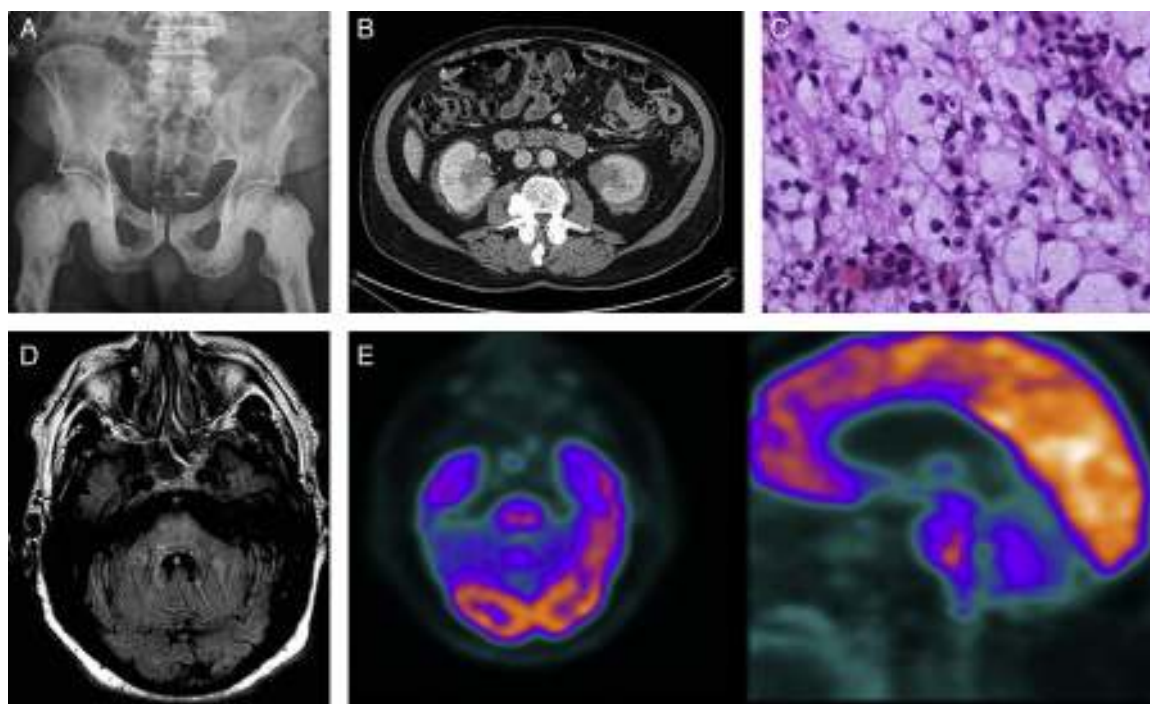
A) Rx simple de pelvis: osteosclerosis diáfiso-epifisario de ambos fémures y pubis. B) TAC abdominal: masa hipercaptante infiltrativa perirrenal. C) Tinción hematoxilina-eosina: infiltrado histiocitario con citoplasma amplio claro espumoso. D) RM cerebral, FLAIR axial: a los 9 meses: alteración de señal en la protuberancia que se insinúa hacia los pedúnculos cerebelosos medios. E) PET-TC con ^{18}F -FDG: imagen anular en la protuberancia con centro hipometabólico y moderada actividad periférica.
